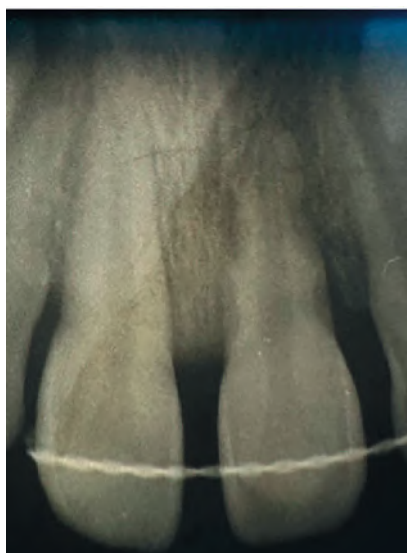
X-Ray at the time of application.
